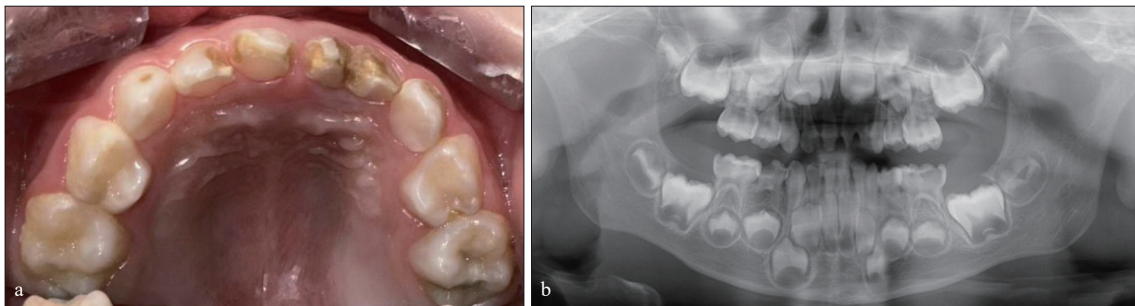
Intraoral photograph and panoramic radiograph of the patient with 72 and 73 fused teeth
